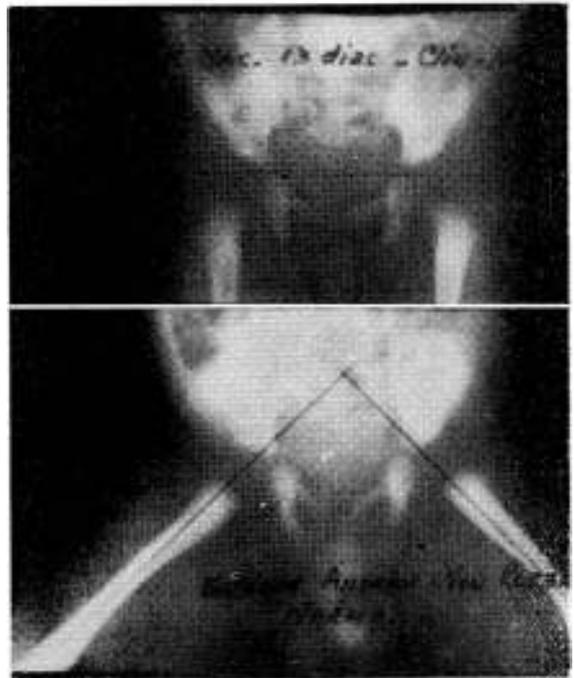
Radiografía normal de un recién nacido con la técnica que describimos. B: enfoque de Andren-Von Rosen para centrado de las epífisis del mismo caso.
